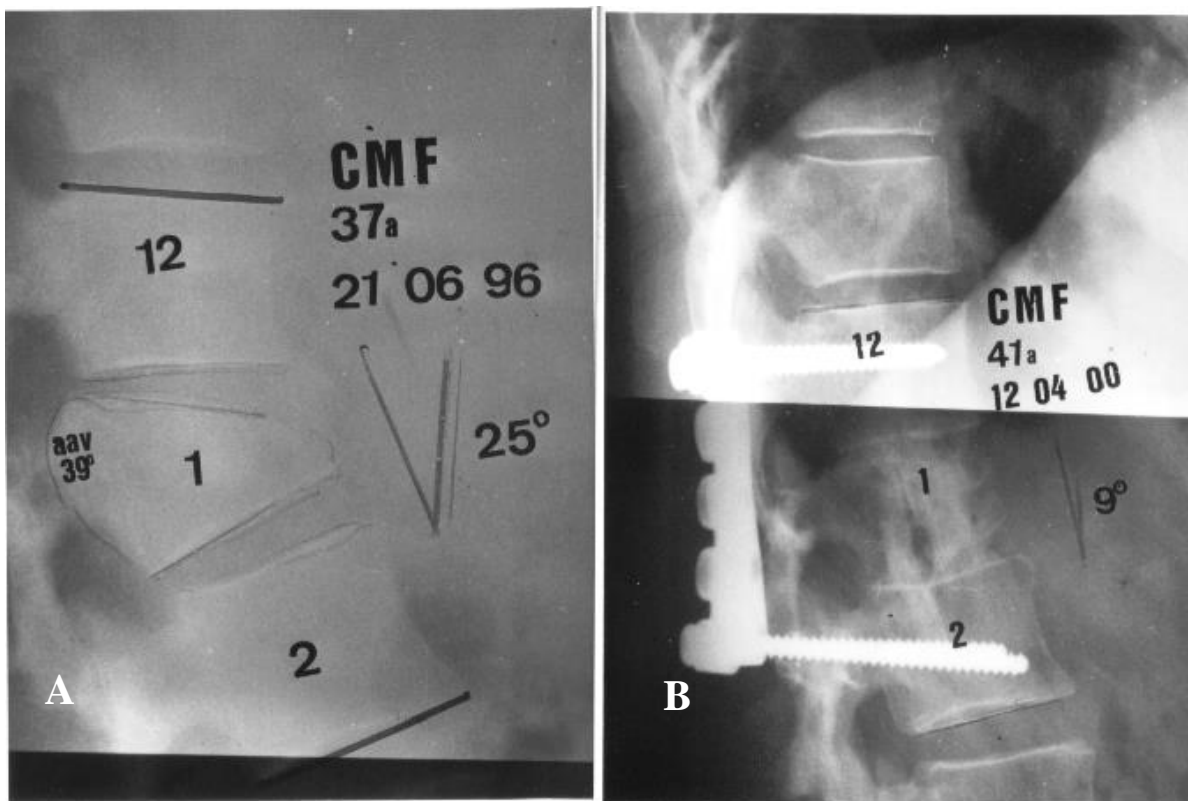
Radiografia em perfil de FE que apresentou retropulsão de fragmento ósseo no canal (A), realizado DA e Ar no primeiro tempo cirúrgico, FTP e Ar no segundo, coluna com artrodese sólida e enxerto intersomático incorporado (B)
